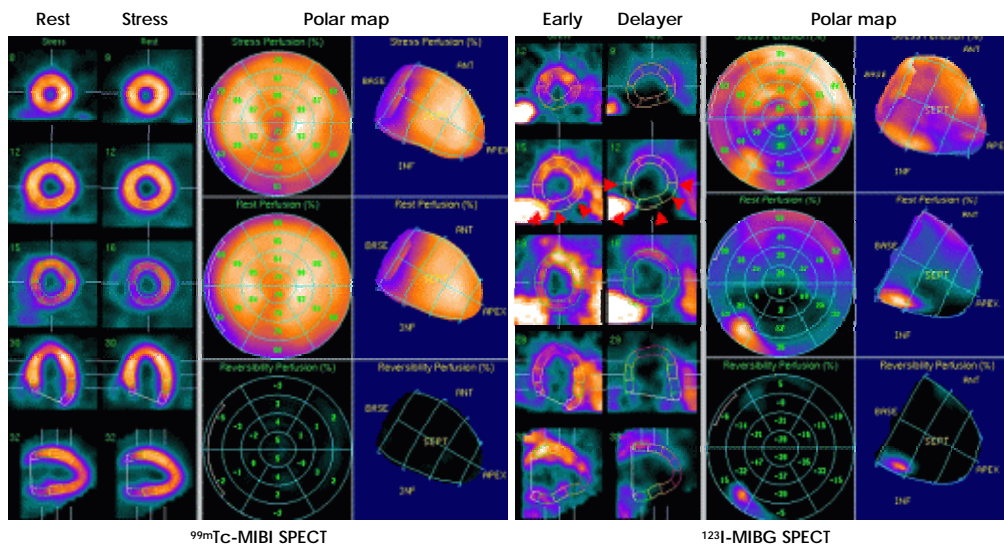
Example of mismatch between ^{123}I -metaiodobenzylguanidine (^{123}I -MIBG) and $^{99\text{m}}\text{Tc}$ -methoxy isobutyl isonitrile ($^{99\text{m}}\text{Tc}$ -MIBI) single photon emission computed tomography (SPECT). Compared with the $^{99\text{m}}\text{Tc}$ -MIBI, ^{123}I -MIBG SPECT shows more extensive uptake defect in inferior and lateral wall especially in delayed image (arrowhead). That means sympathetic denervation is more severe or extensive than the degree of myocardial dysfunction.
